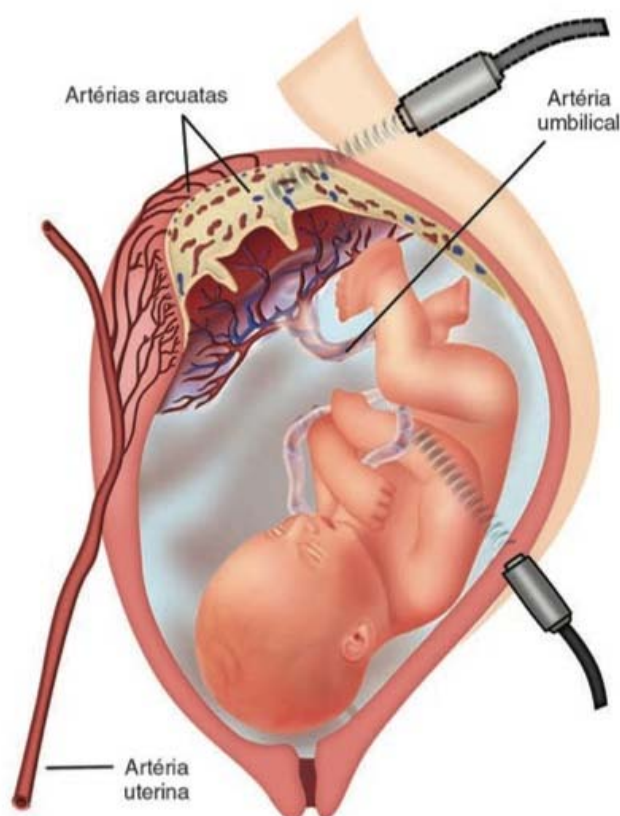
■ Doppler da velocidade do fluxo no sangue da artéria umbilical.
